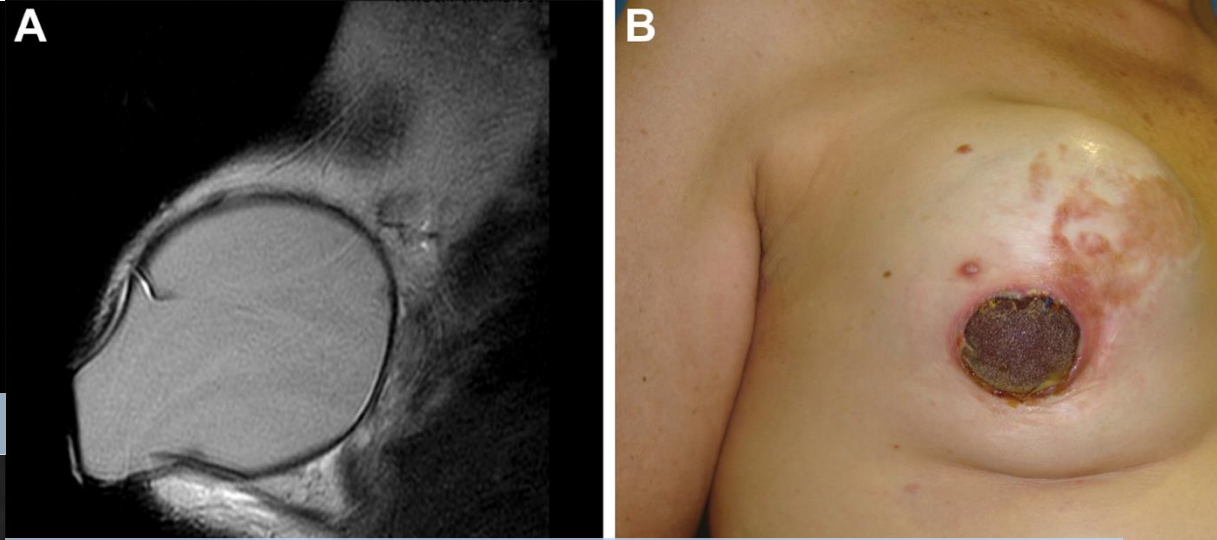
Herniación capsular con ulceración e infección cutánea. RM ponderada en
